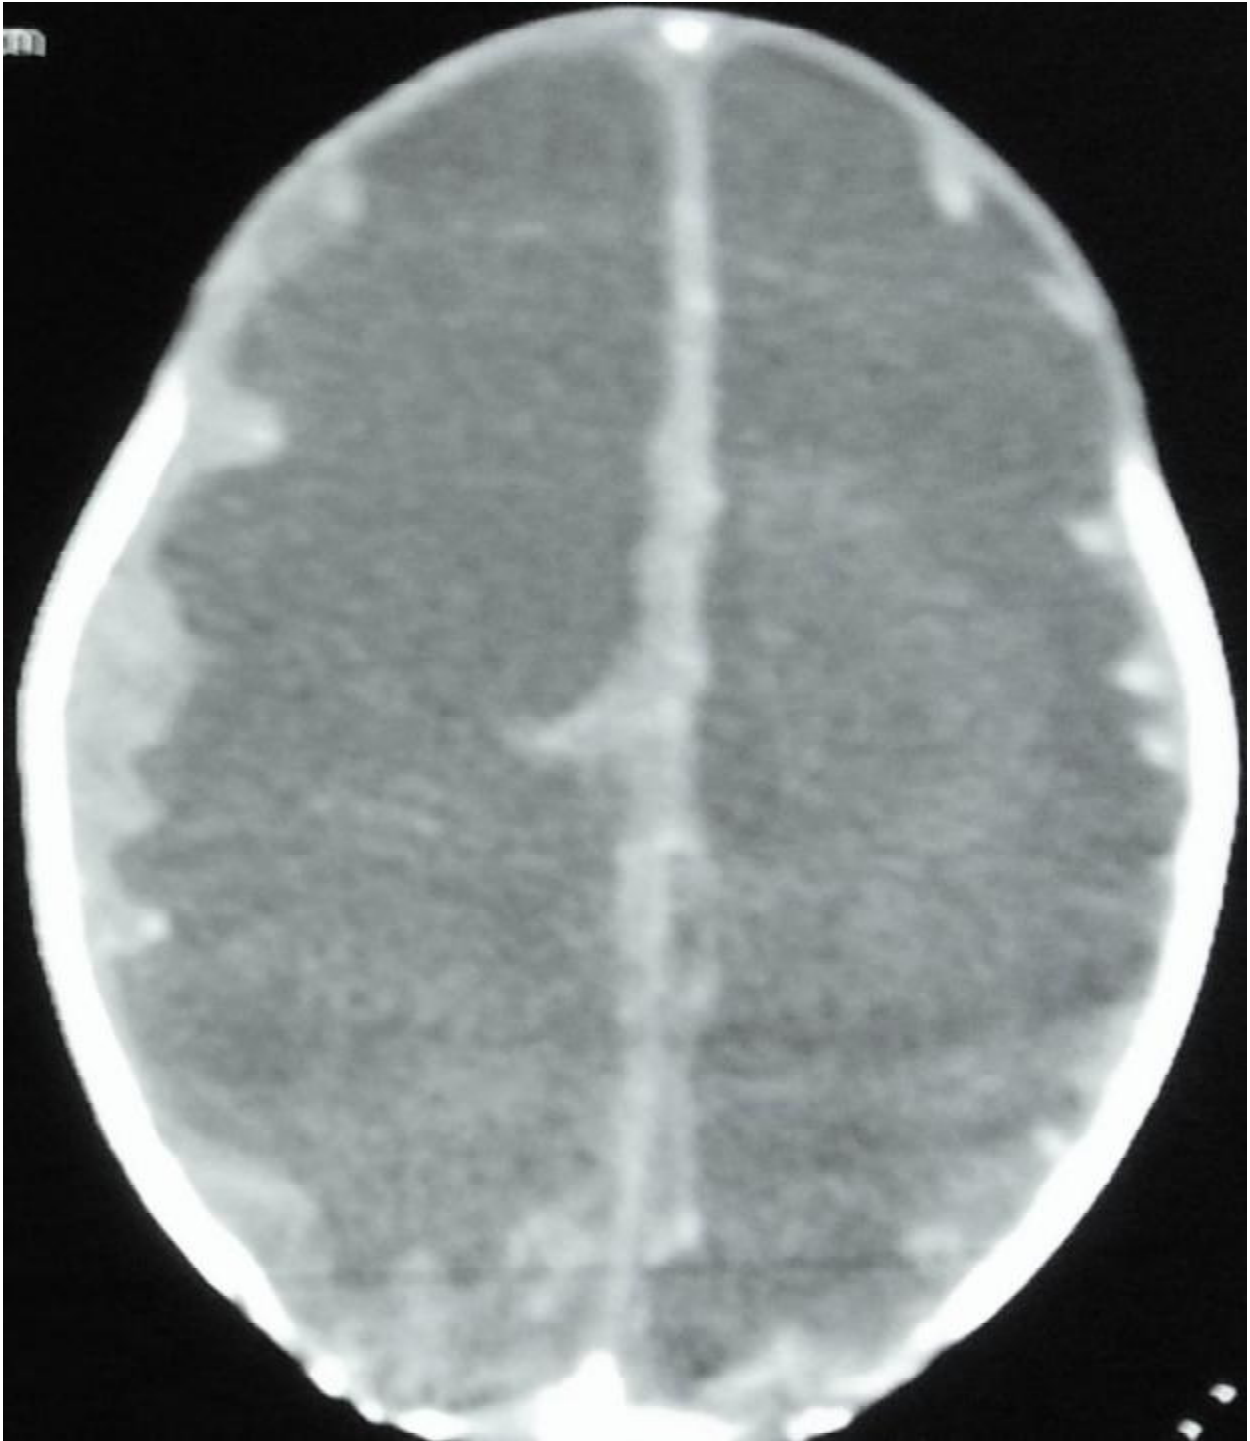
TDM cérébrale injectée : Plages ischémiques bilatérales diffuses
